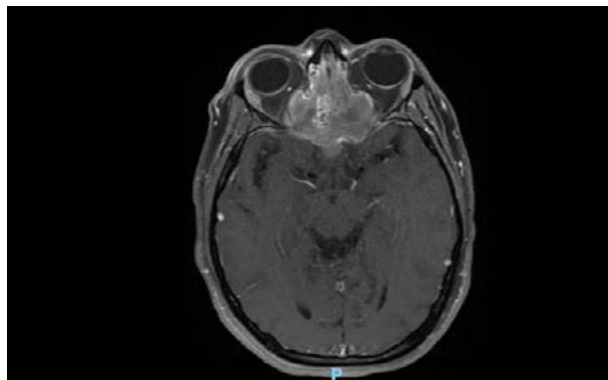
Corte axial de RMN en T1 con contraste donde apreciamos la misma tumoración que invade órbitas, comprime los nervios ópticos bilateralmente y se extiende hasta cuerpo calloso y lóbulo frontal.
